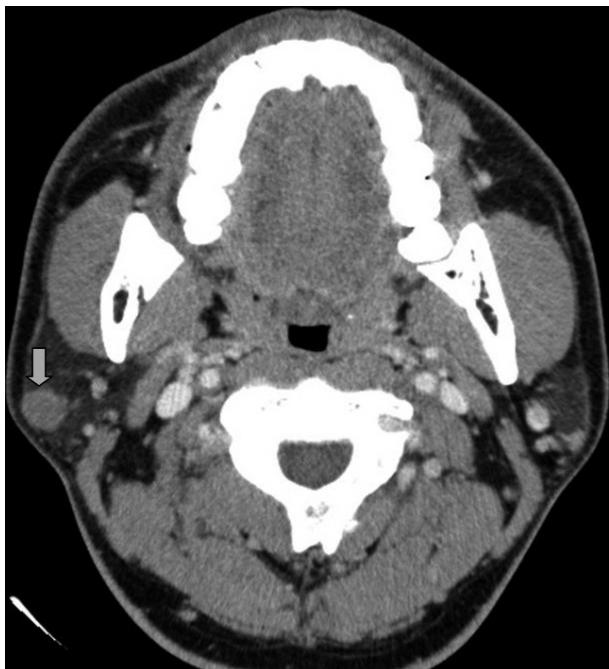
Post-contrast computed tomography of the neck shows about 1×1 cm sized, well-defined, non-enhancing isodense nodule within posteroinferolateral portion of right parotid gland (arrow).
